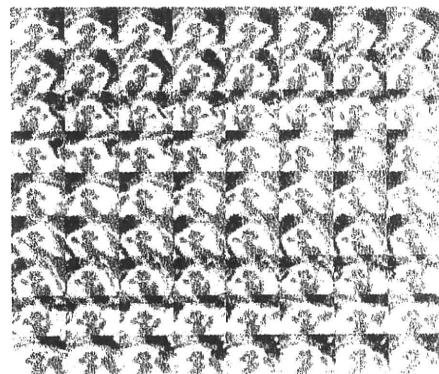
Seventy-two sequential cochlear cross-plane images on which the CT movie is based. Sufficient training is required to evaluate these "static" planes. It is not easy to understand intuitively what section a certain cochlear cross plane demonstrates, and it is difficult to reconstruct in the human brain the numerous consecutive sections to imagine the whole cochlea in 3D.
